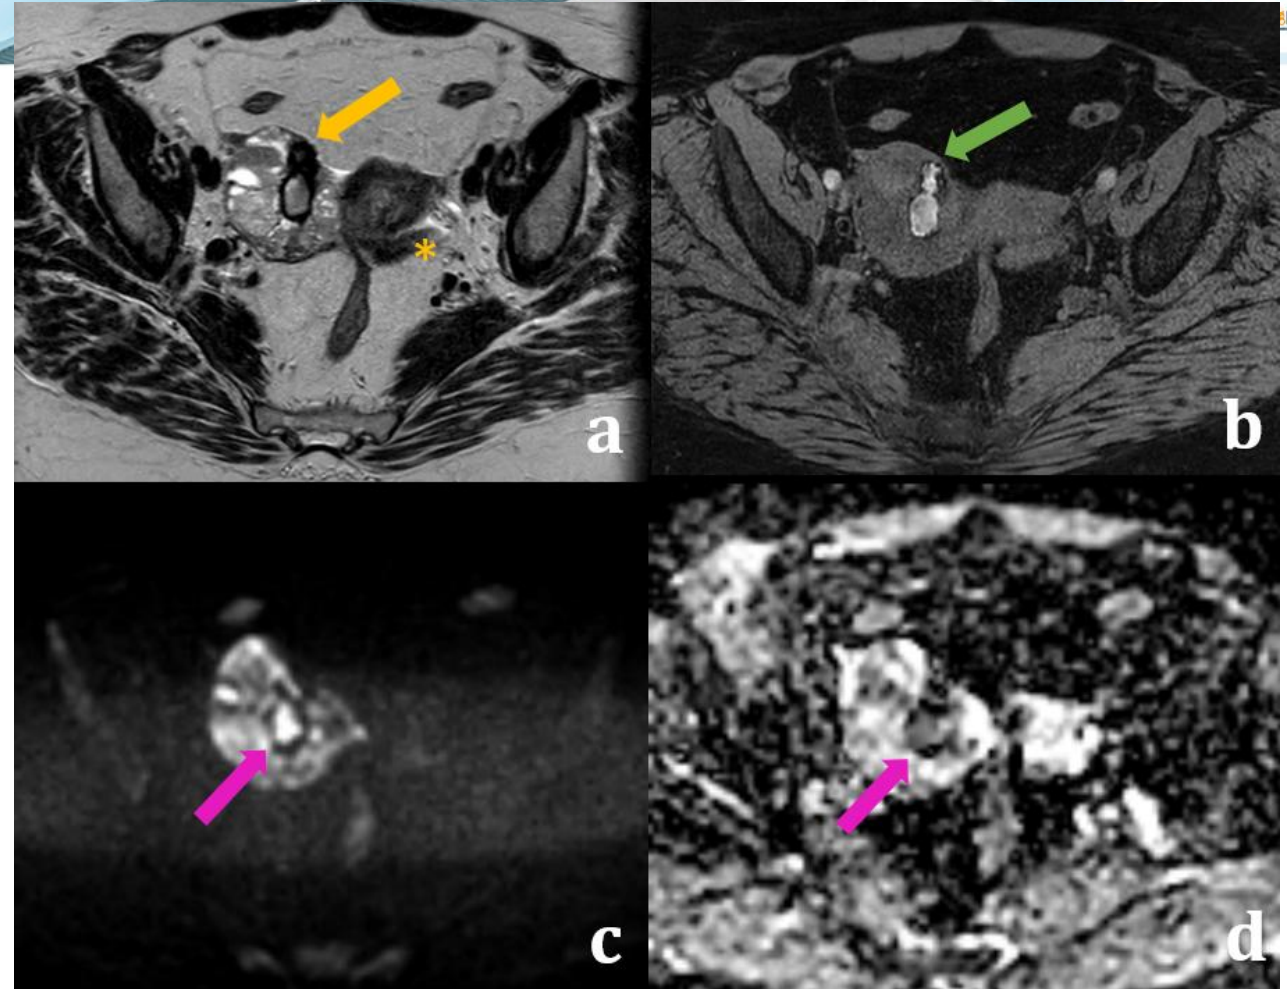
Endometrioma multiloculado. Secuencias axiales T2 (a) con formación quística multilocular en ovario derecho con borde hipointenso de algunas loculaciones por fibrosis (flecha amarilla). En T1 FS se evidencia material hemorrágico en distintos estadios evolutivos (flecha verde). Mapas de DWI (c y d) muestran algunas zonas de restricción de la difusión, que no implican necesariamente malignidad (flecha rosa). Existe una placa fibrosa en cara posterior del útero (asterisco amarillo).
